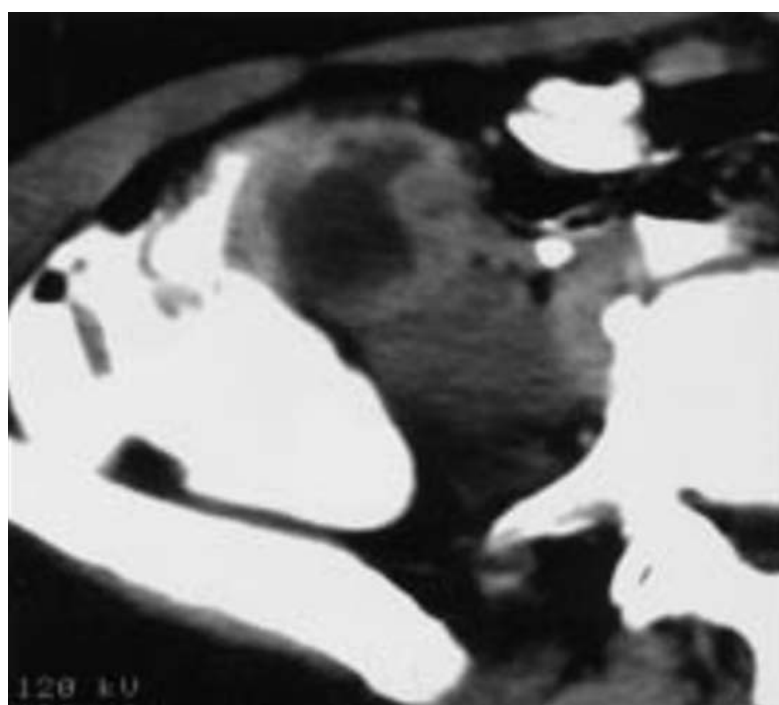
TDM abdominale, coupes après injection de PDC : Au niveau de la FID. Masse à centre hypodense et à parois épaissie, irrégulière rehaussée par le contraste [5].
